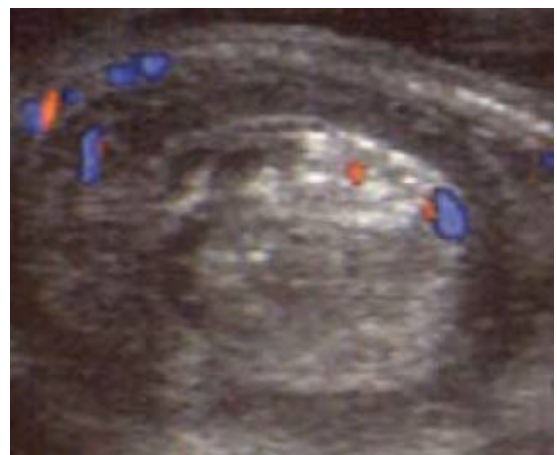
Image du boudin d'invagination en cocarde à l'échographie. [18]
